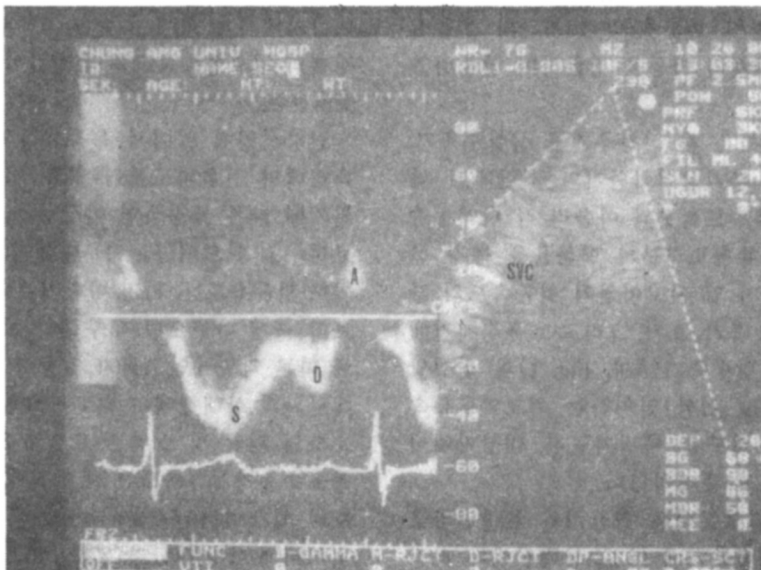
A pulsed wave (PW) doppler ultrasound velocity curve from the superior vena cava of a normal adults. (S : Systole, D : Diastole, A : A wave, SVC : superior vena cava)
